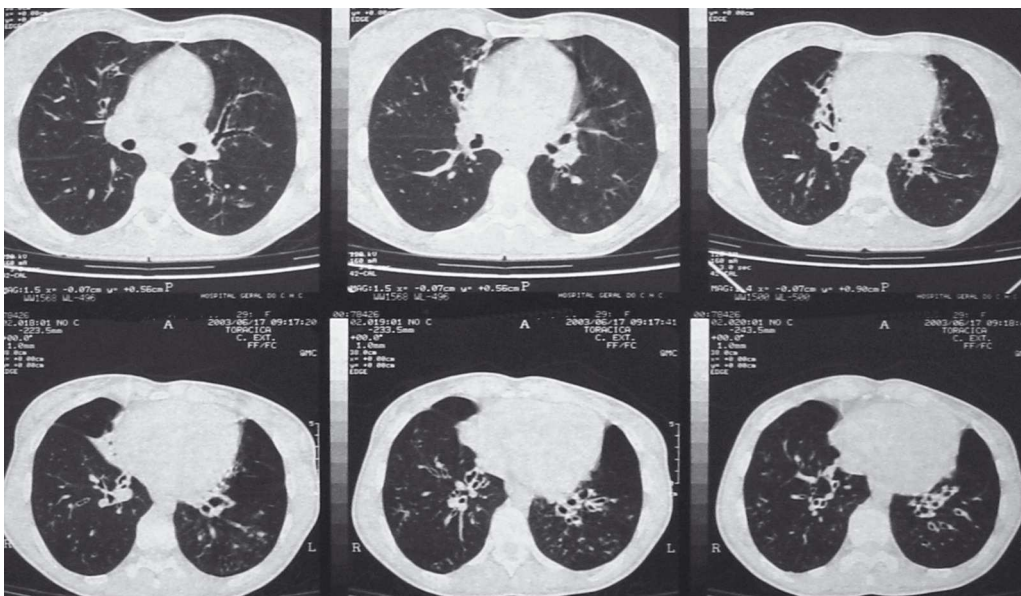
TAC torácica. Imagens compatíveis com bronquiectasias.
